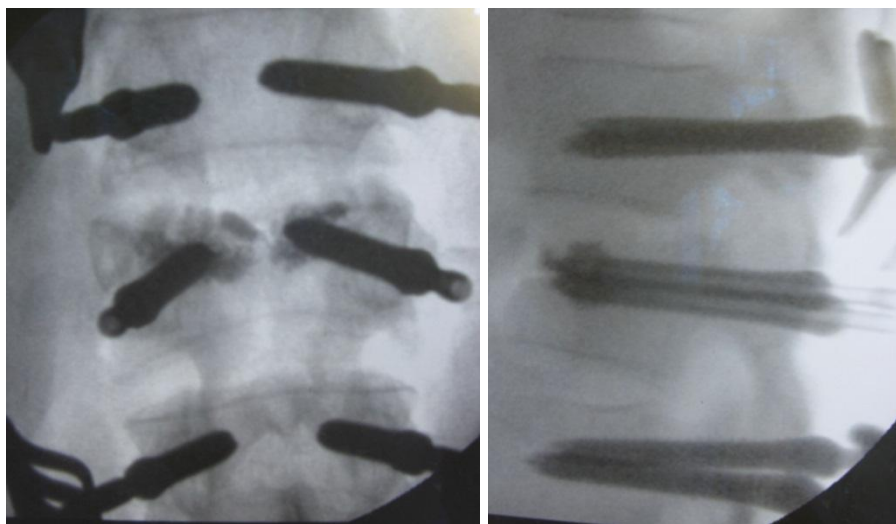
Больной А., 30 лет, история болезни № 71974: фотоотпечатки с рентгенограмм в ходе операции: контроль расположения винтов в ходе операции (изображение с ЭОП)
